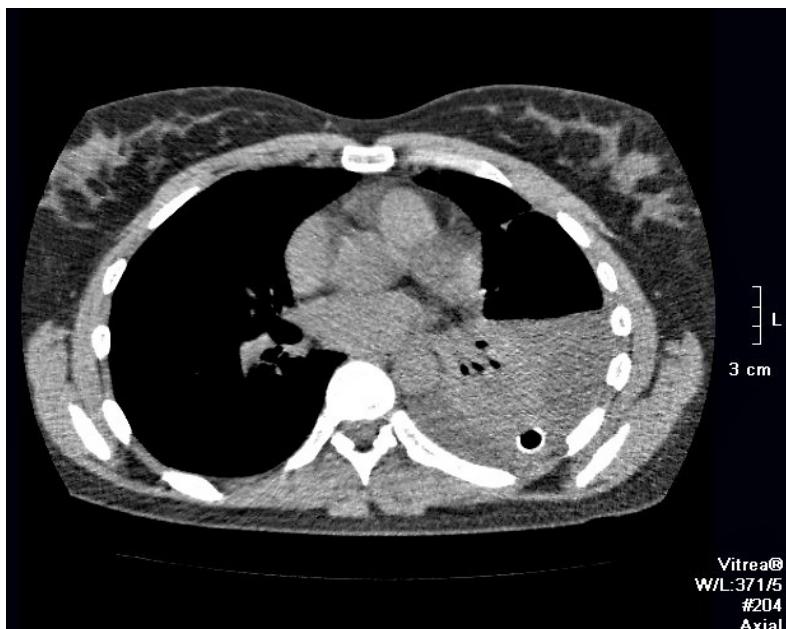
Derrame pleural neoplásico plectasia. Tomografía computada.
